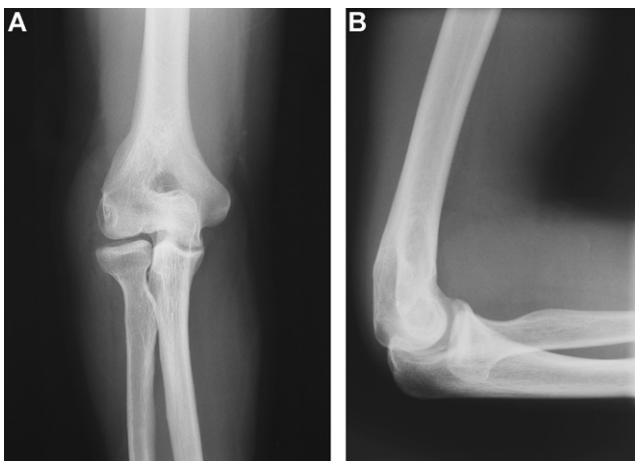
Radiographie de face (A) et de profil (B) du coude au plus long recul.
